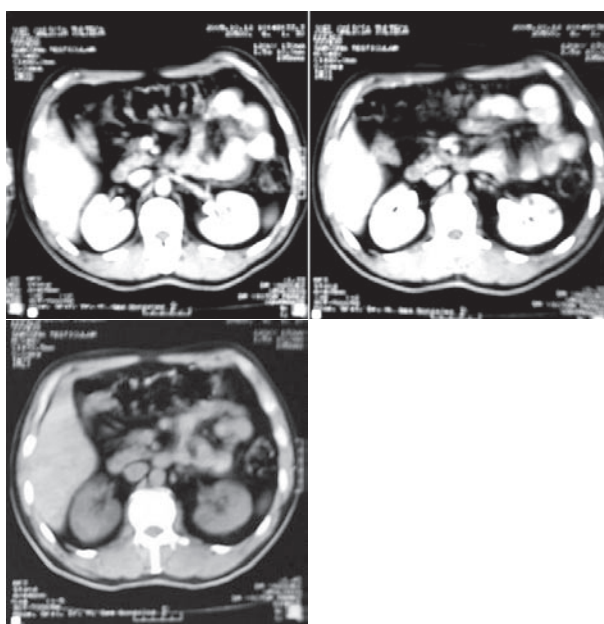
TAC abdominopélvica en el que se descarta adenopatía retroperitoneal.
